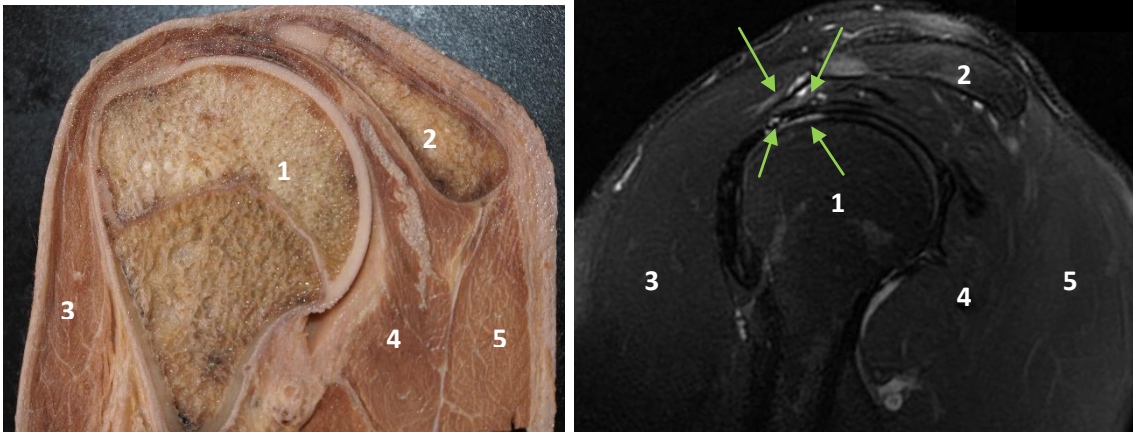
Corte sagital en el cadáver de la articulación glenohumeral (izquierda) y sección por RM en T2 con supresión grasa (derecha). 1. Húmero; 2. Acromion; 3. Músculo deltoides; 4. Músculo redondo menor; 5. Músculo deltoides. Con flechas verdes señalamos el tendón del músculo bíceps braquial.
